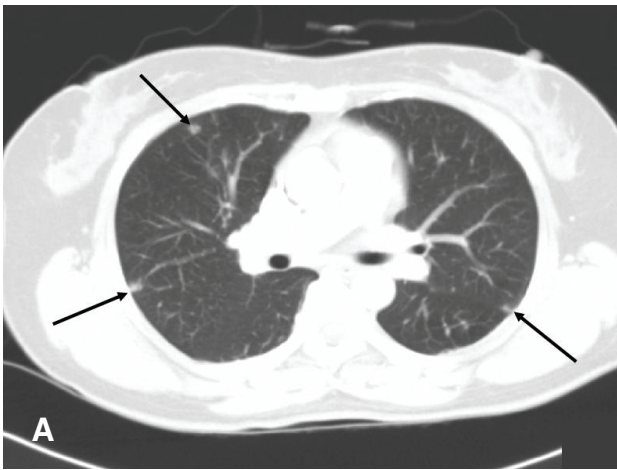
The CT scan of upper (A) and lower (B) chest shows scattered peripheral and subpleural nodules (arrows) with vascular connection and small amount of left pleural effusion.
